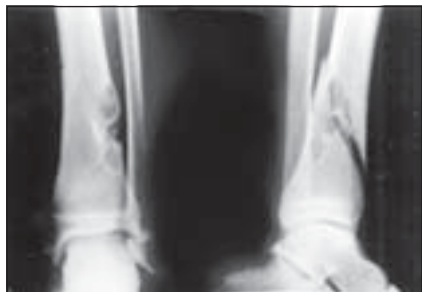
Фіброзний метафізарний дефект, патологічний перелом великогомілкової кістки. Оглядова рентгенограма
